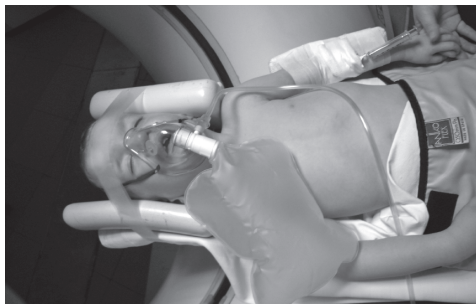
Sedación para TAC con propofol.
